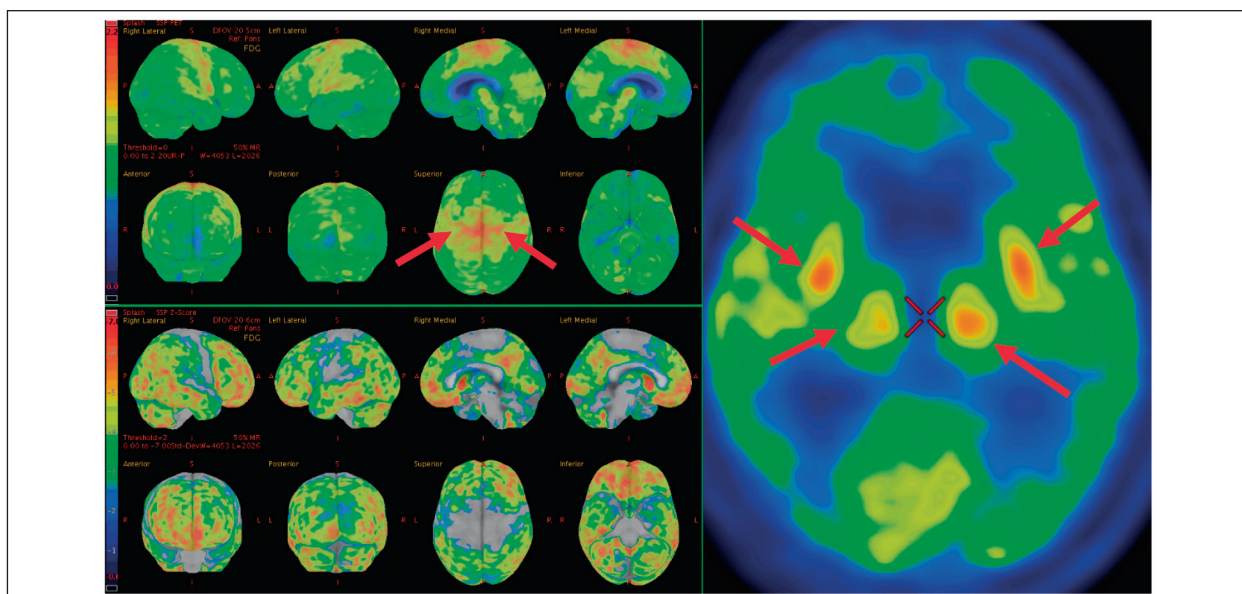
ПЭТ с 18F-ФДГ пациент К. 18 лет (февраль 2017 г).
